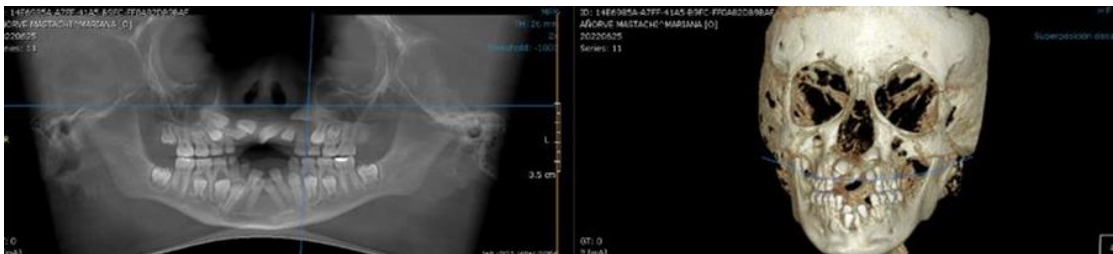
Tomografía postoperatoria para valorar la posición de las raíces de los dientes permanentes
